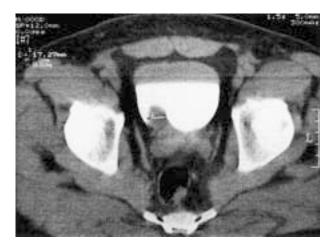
Caso 2: Tomografía axial computarizada de abdomen, se observa defecto de llenado en vejiga, el cual corresponde a tumor vesical. No se observa afección a pared vesical ni afección a estructuras vecinas.
